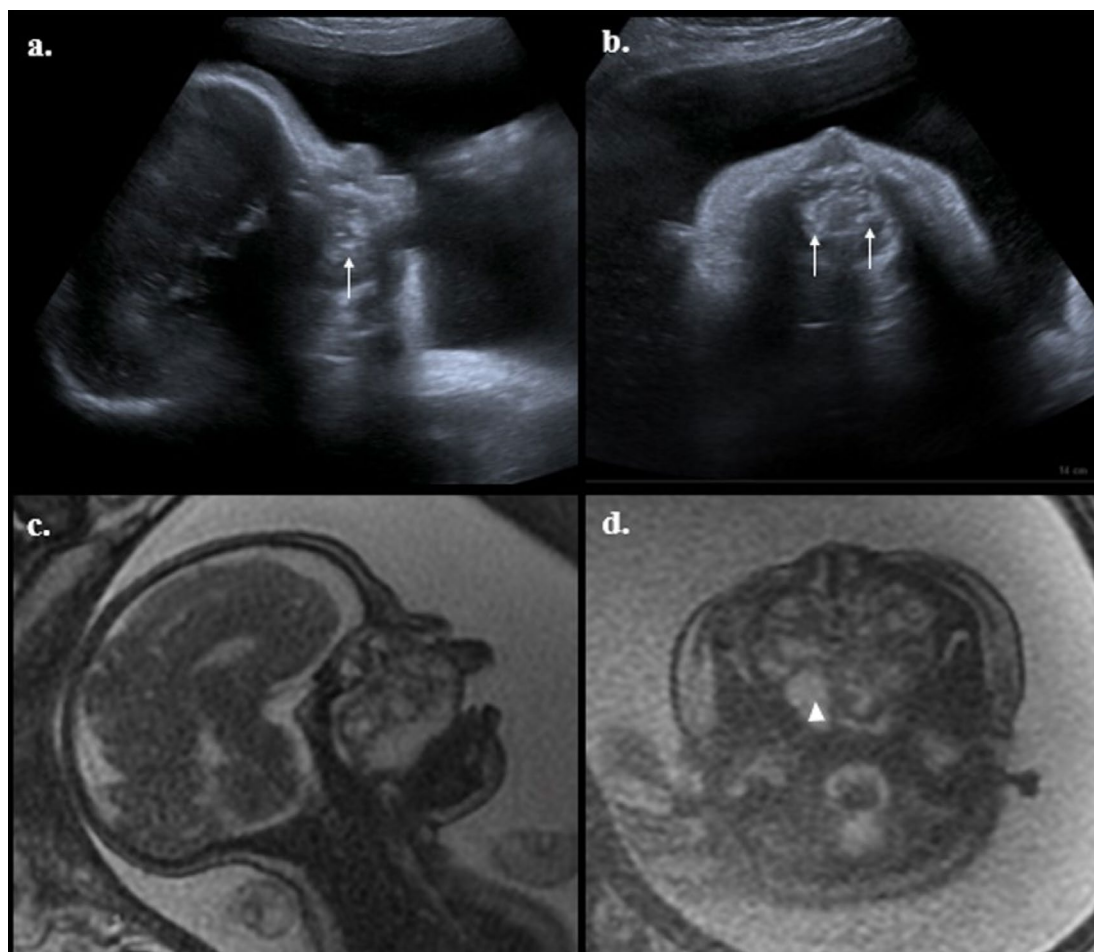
Ecografía obstétrica y resonancia fetal.
